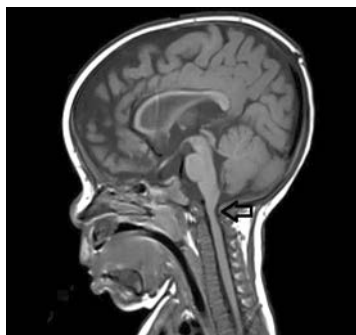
IRM cérébrale réalisée à l'âge de 11 mois. Coupe sagittale en pondération T1 montrant le rétrécissement du foramen occipital (flèche).
